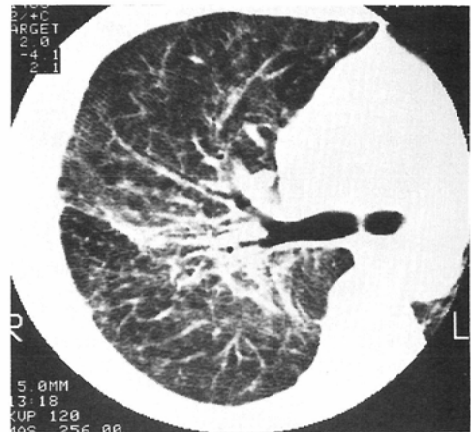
CT of sarcoidosis. In addition to abnormality of the pulmonary vessels mild increase of lung density is shown suggesting diffuse involvement of alveolar septa by sarcoid granuloma, cellular infiltration or fibrosis.
